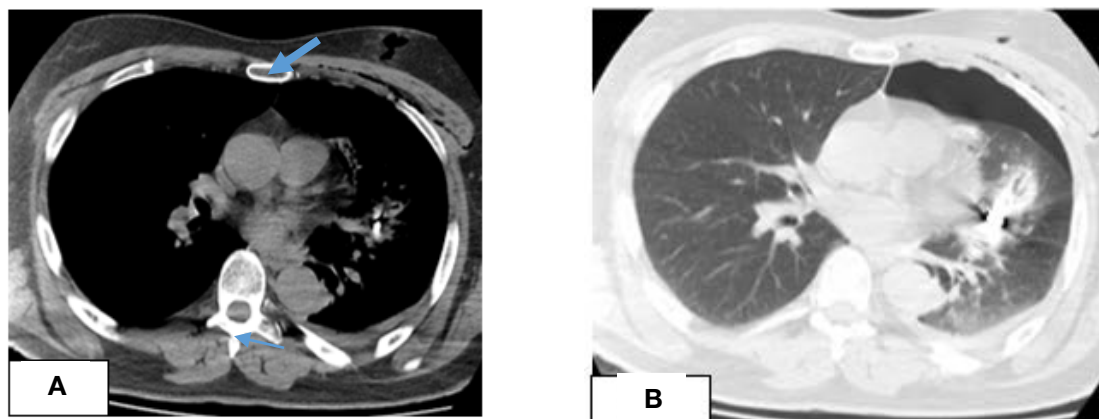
КТ грудной клетки, аксиальные проекции: А – толстая стрелка – раневой канал в мягких тканях грудной стенки, тонкая стрелка – парааортальная гематома; В – внутрилегочная гематома
